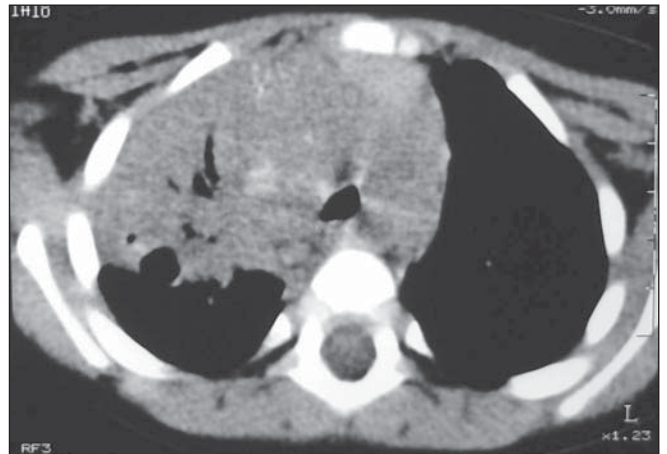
Tomografia computadorizada de tórax sem contraste mostrando consolidação no lobo superior direito com broncogramas aéreos e tênues calcificações de permeio.
